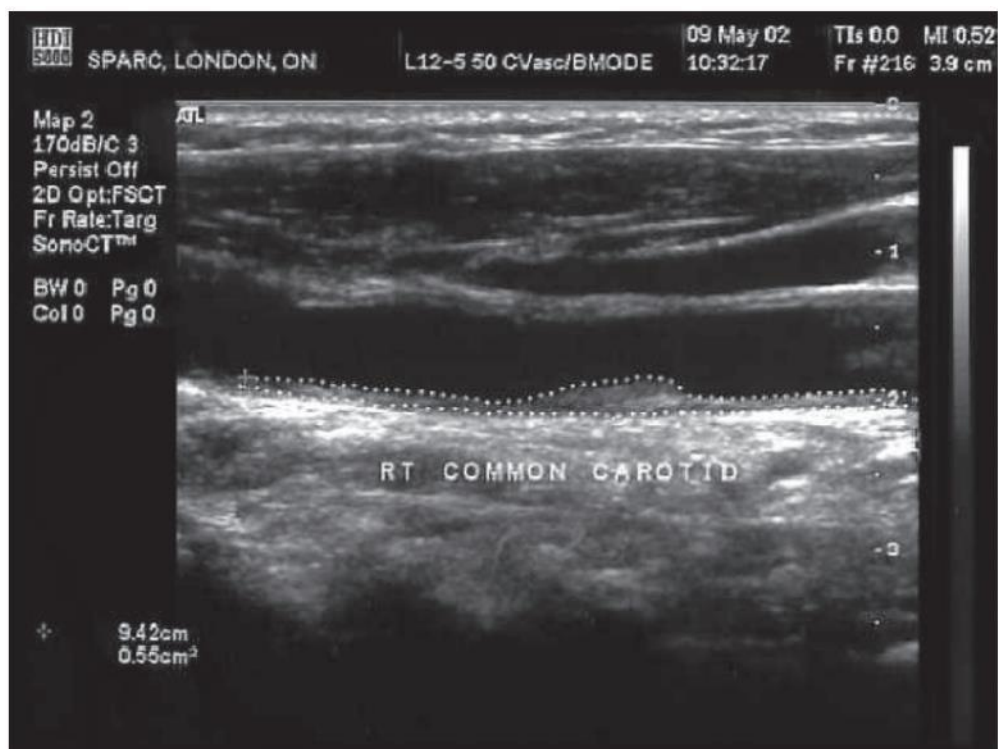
Mesure de la plaque dans la carotide en imagerie ultrasonore. L'aire de la plaque est entourée d'une ligne pointillée. Tiré de Spence, 2006.
